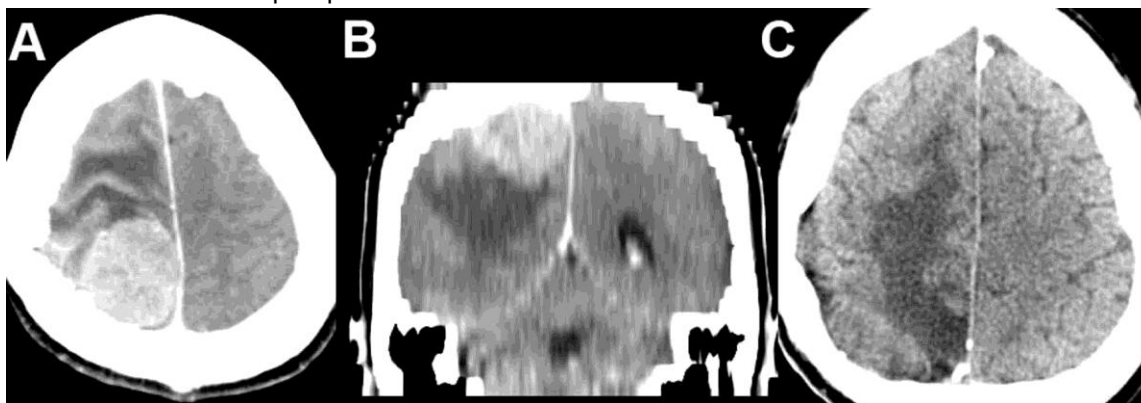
A y B Tomografía Computarizada (TC) de cráneo pre operatoria (junio del 2007) con cortes axiales y coronales, donde se muestra la lesión. C: TC de cráneo a los cuatro meses de la intervención quirúrgica (noviembre del 2007), en la cual no se observan los restos tumorales.
